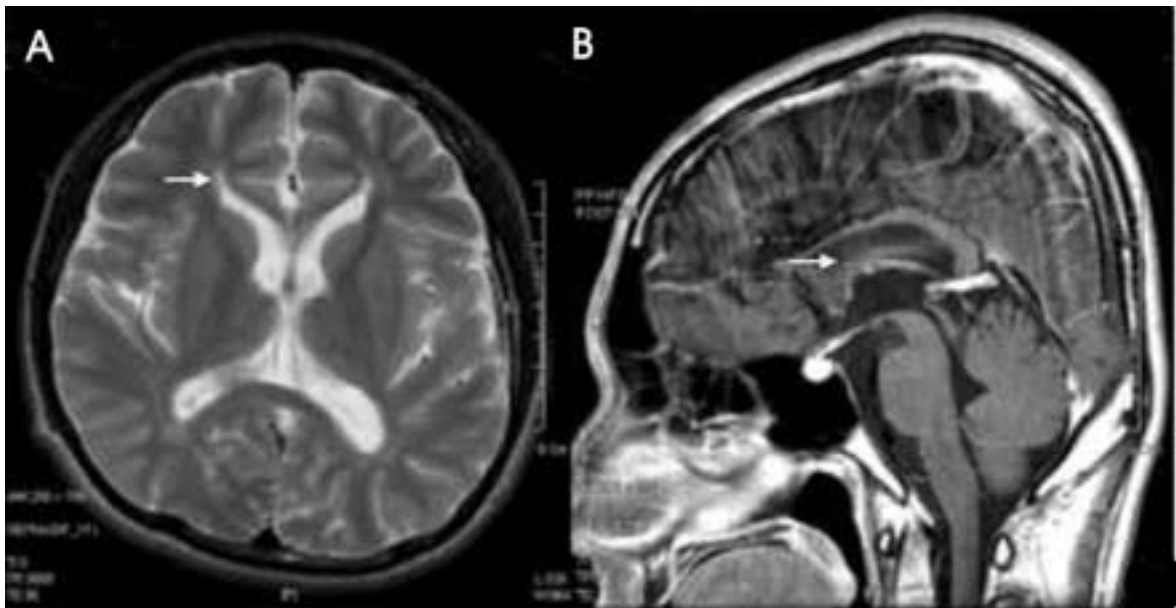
MRIs of the patient 1. Axial (A) T2 weighted MRI shows ventricular dilatation and high intensity in periventricular white matter of the frontal lobes (arrow). Sagittal (B) T1 weighted MRI also shows extremely thin corpus callosum (arrow).
